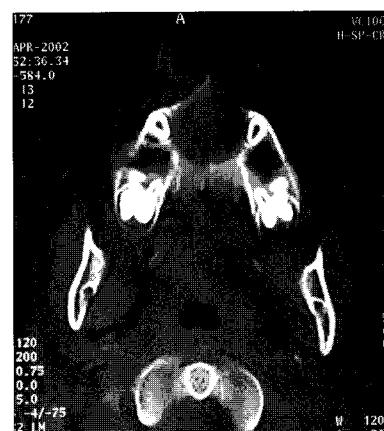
CT shows radiolucent lesion of 32.0×25.5 mm in size.
